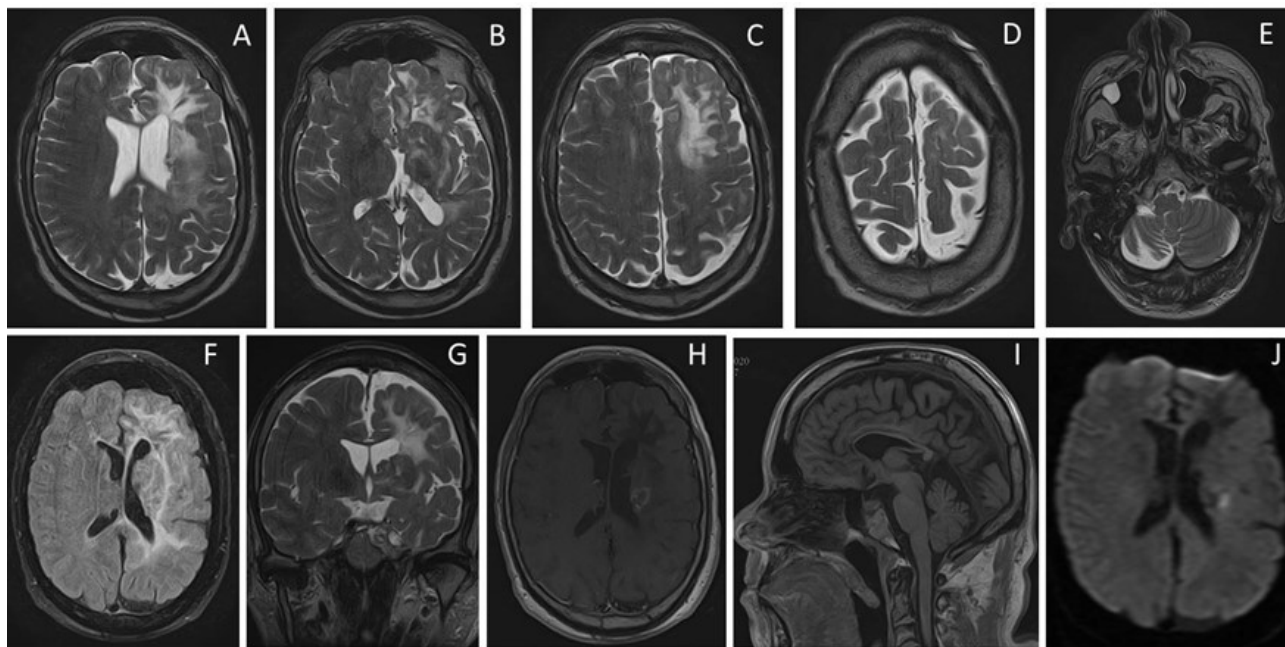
RM craneal: T2 axial (A-E), FLAIR axial (F), T2 coronal (G), T1 axial con gadolinio (H), T1 sagital (I), Difusión axial (J). Alteración morfo-estructural hemisférica cerebral izquierda, de predominio lobar frontal izquierda y también del tálamo izquierdo y de los ganglios de la base izquierdos. Aumento del espesor del cortex cerebral frontal izquierdo (que es discretamente hiperintenso en T2), se asocia una alteración de la emisión normal de señal de la sustancia blanca subcortical frontal y temporal izquierda y peri-ventricular, de la cápsula externa izquierda y de la cápsula interna izquierda, identificando franca hipo-señal en T1 e hiper-señal en T2. Atrofia hemisférica cerebral izquierda y del pedúnculo cerebral izquierdo. El cuerpo caloso es delgado, con una aparente disgenesia de la rodilla (I). Asimetría de los hemisferios cerebelosos con hipoplasia del hemisferio cerebeloso derecho (E). Alteración de la emisión normal de señal del segmento cavernoso de la ACI izquierda, correspondiente a aneurisma trombosado (G). Pequeño foco de restricción a la difusión en la corona radiata izquierda (J), que confirma lesión vascular isquémica reciente con realce de contraste a la periferia (H) y con extensión periventricular.
